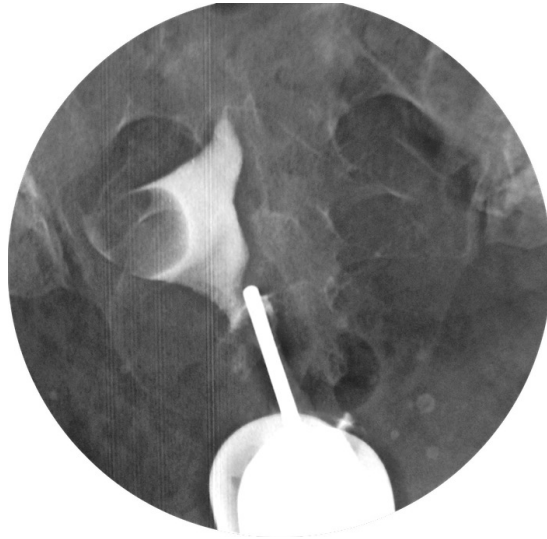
Рентгенограма: гістеросальпінгографія (дефект наповнення)
